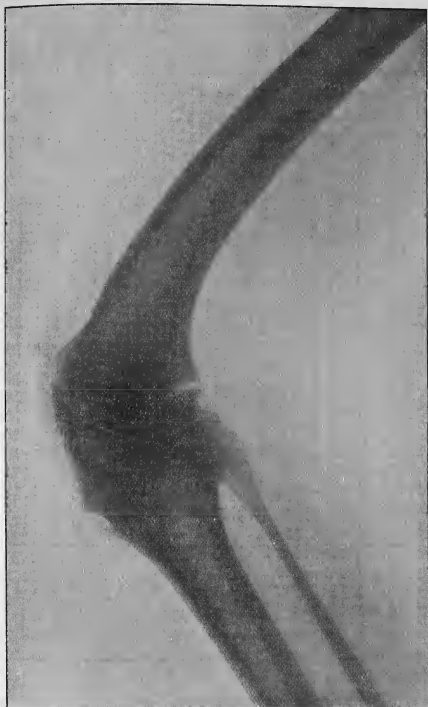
Flexion du genou chez une fillette de 11 ans et demi, consécutive à une résection pratiquée à l'âge de 6 ans; on voit sur cette radiographie que la déformation tient en partie à la courbure à convexité antérieure de l'extrémité inférieure du fémur.
